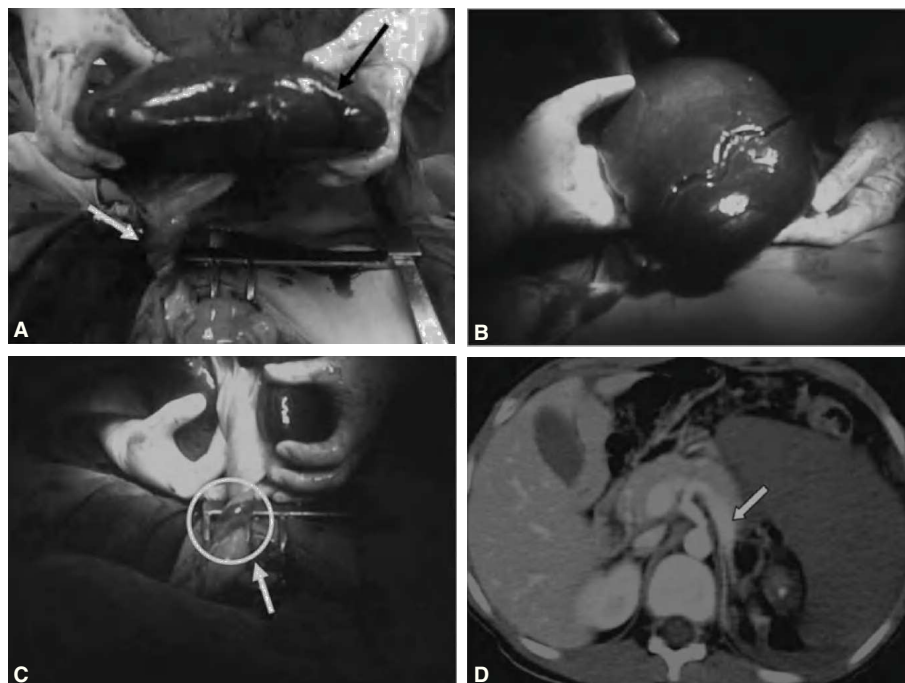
A) En las imágenes se puede apreciar la torsión del pedículo esplénico (flecha blanca) que provocó la trombosis de la vena esplénica, con aumento de presión y rotura por estallido (flecha negra). B) Se observa la gran laxitud ligamentosa y elongación del pedículo con esplenomegalia asociada que favoreció la torsión (flecha blanca). C) En la imagen se muestra la laceración por estallido. D) Tomografía computarizada donde se aprecia el punto de torsión (flecha blanca) y la gran esplenomegalia.
